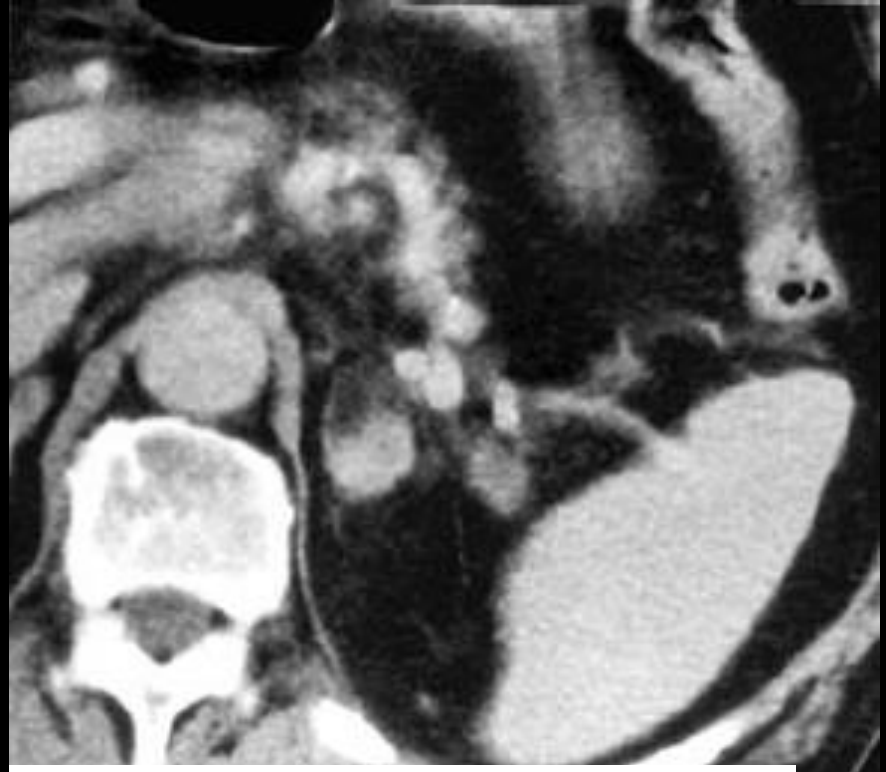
Contrast-enhanced CT scan 2 months later shows increase in the soft tissue component within the adrenal myelolipoma. Note also enlargement of the spleen
